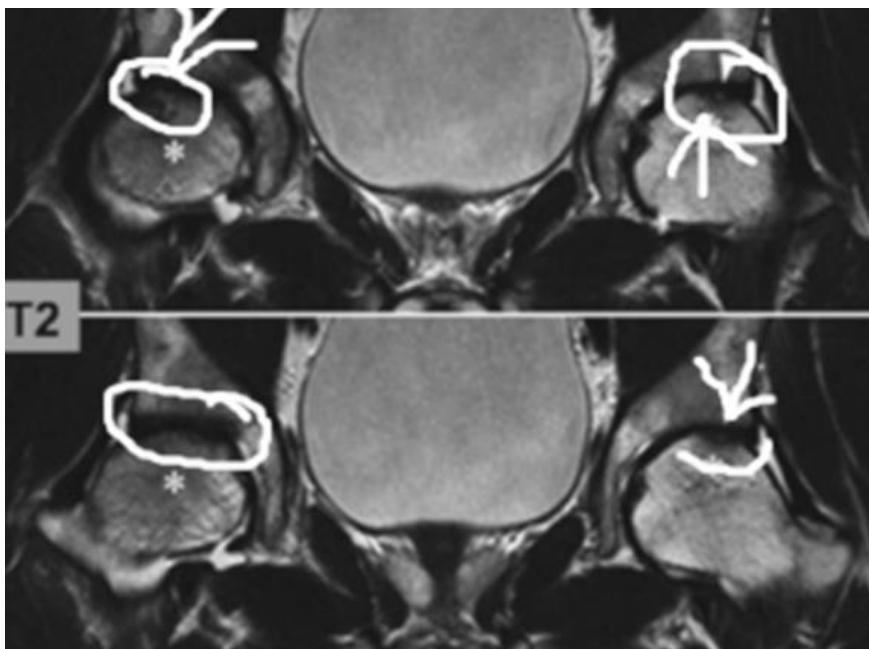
Imagine RMN stadiul II
